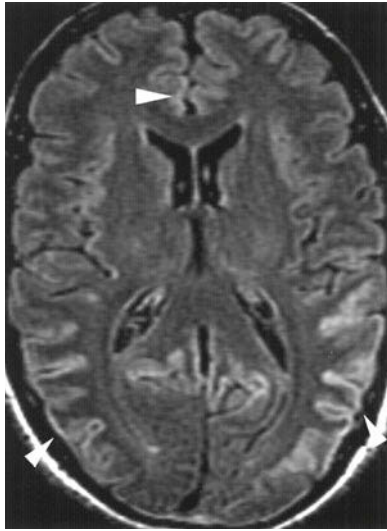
3 MRT in T2-Wichtung (FLAIR-Sequenz) zeigt Hyperintensitäten im Kortex bei einem Patienten mit sporadischer CJD. Diese kortikalen Hyperintensitäten, zusammen mit Hyperintensitäten in den Basalganglien in der T2- oder in der Diffusionswichtung, können die Diagnose einer sporadischen CJD unterstützen.
